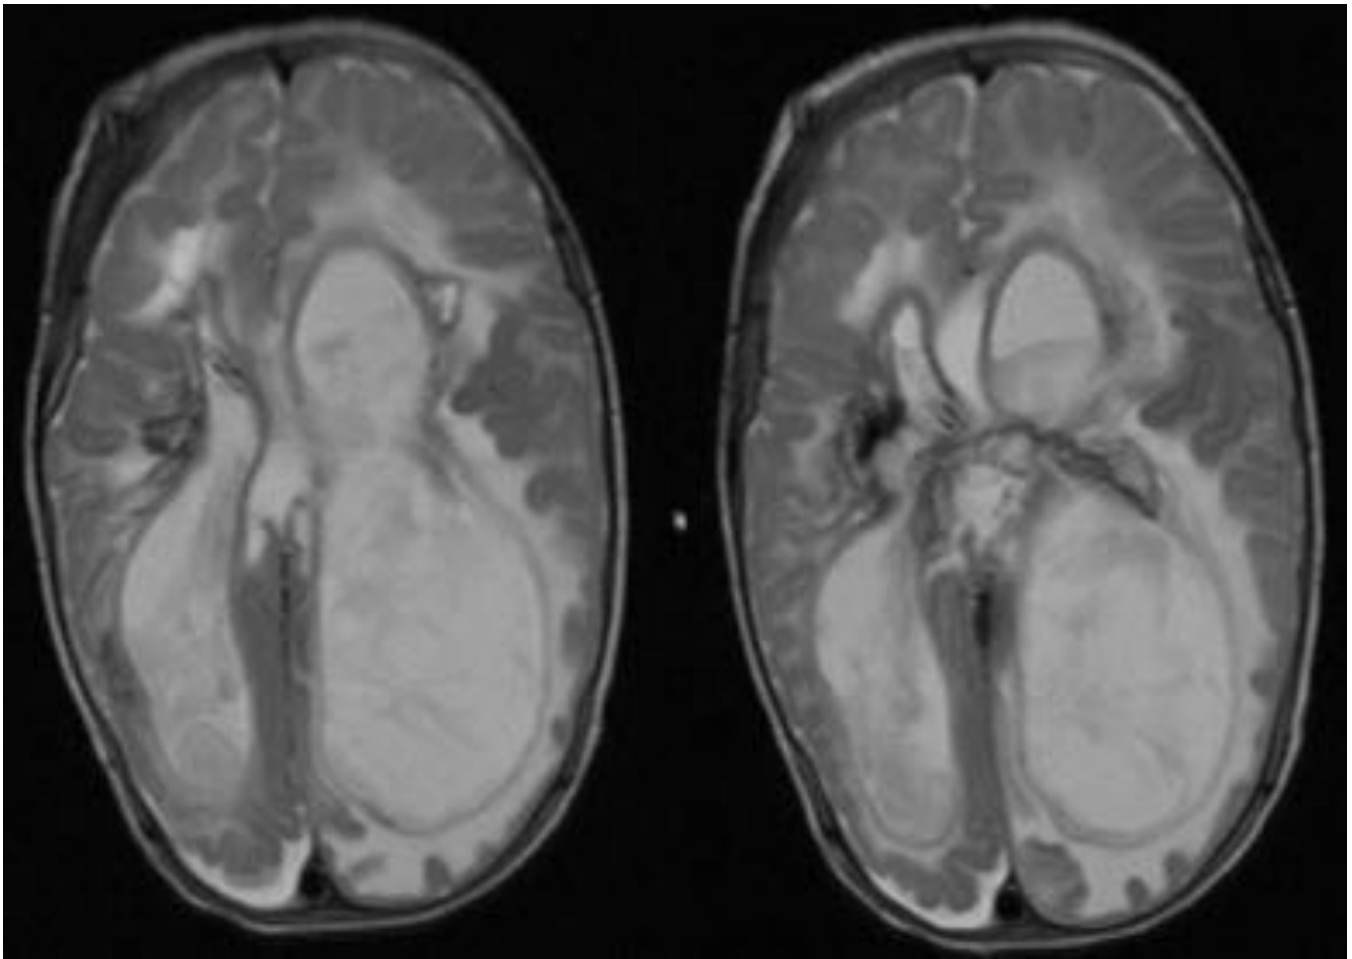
Lactante de 4 meses ingresado por ventriculitis secundaria válvula de derivación permanente (ya retirada). RM secuencia potenciada en T2 plano transversal: severa ventriculomegalia con presencia de múltiples detritus en el interior del sistema ventricular con marcada hiperintensidad rodeando a los ventrículos laterales y restos de productos de degradación de la hemoglobina en hendiduras caudotalámicas.
